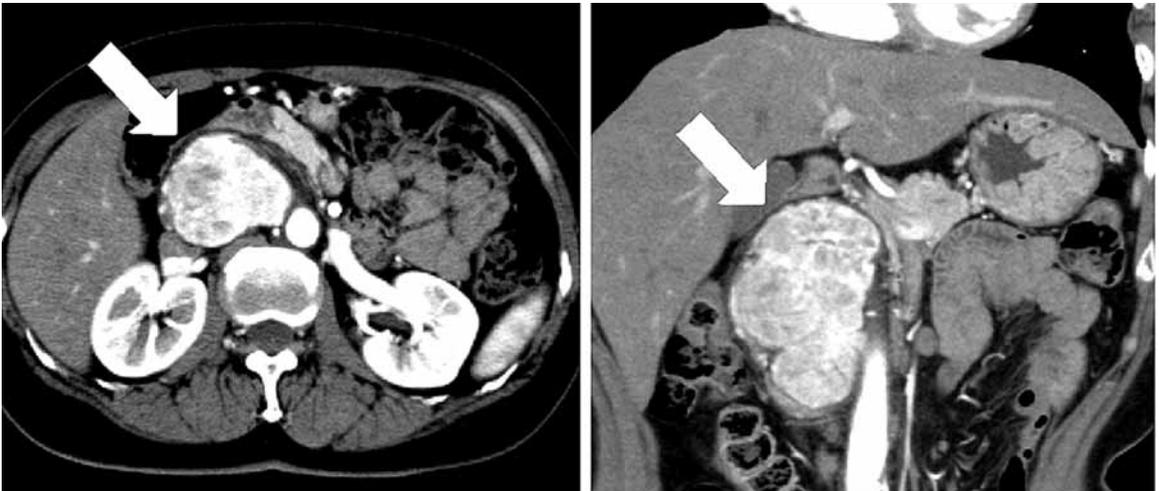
腹部 CT：大動脈と下大静脈の間，右腎動脈腹側に最大径80mm大の造影効果を伴う充実性腫瘍（矢印）を認めた。
